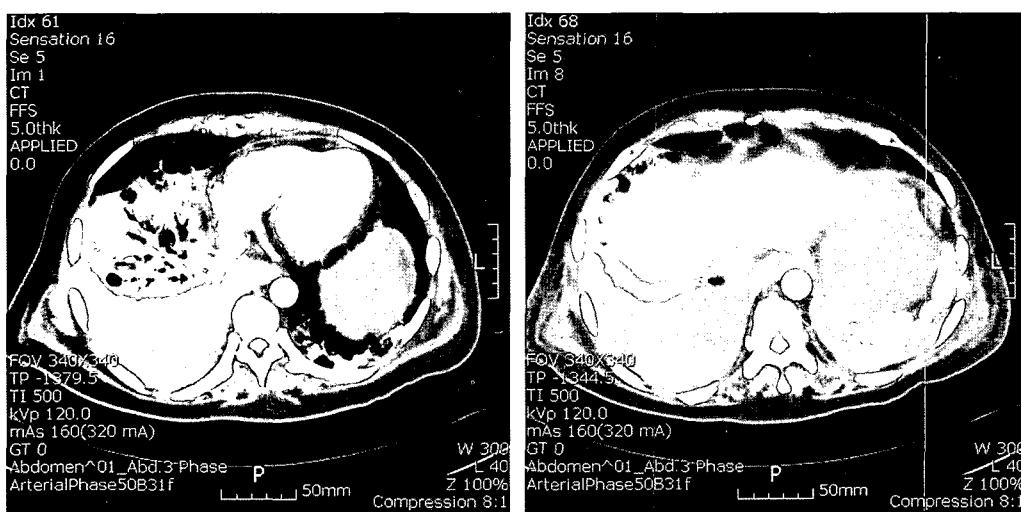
Contrast enhanced abdomen CT scan shows massive fluid collection on right pleural space (A) and discontinuity of lower esophagus and gastric body wall (B) is witnessed in the scanned area on the 12th hospital day.
